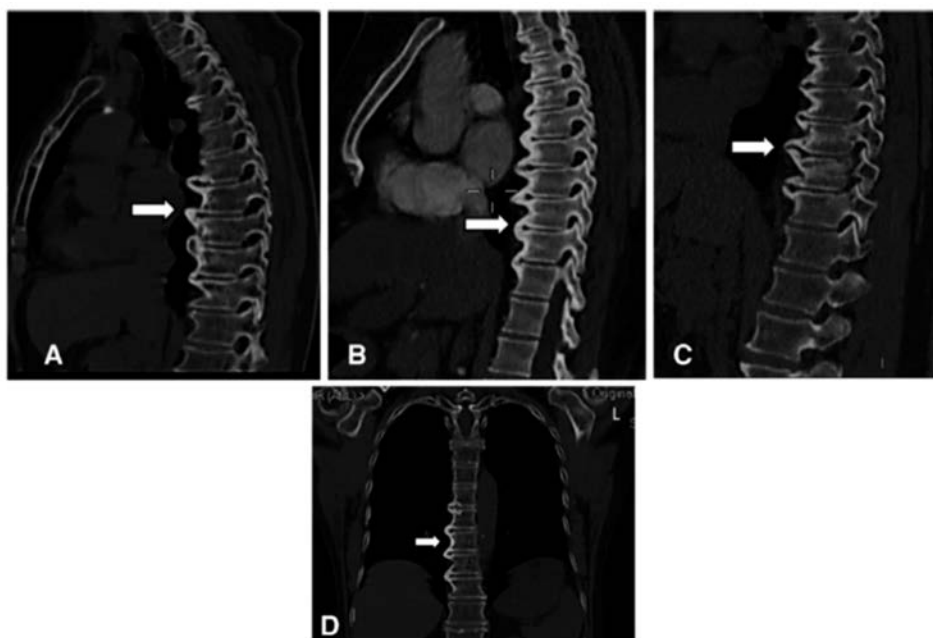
Hiperostose esquelética idiopática difusa (DISH) – alterações em tomografia computadorizada de coluna.
